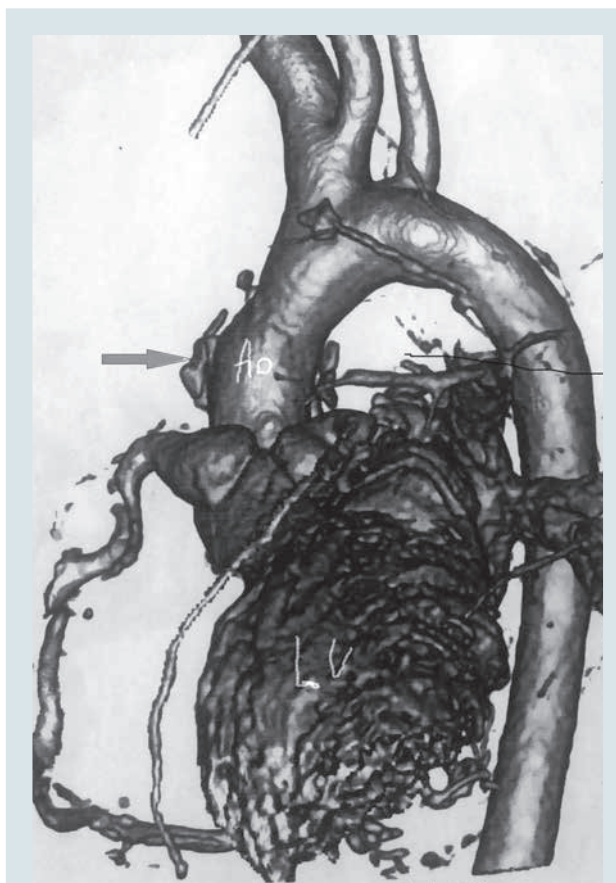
Компьютерная томограмма пациентки Х. после операции: дискретный надклапанный стеноз аорты устранен с помощью аутоперикардиальной заплата (указано стрелкой)
